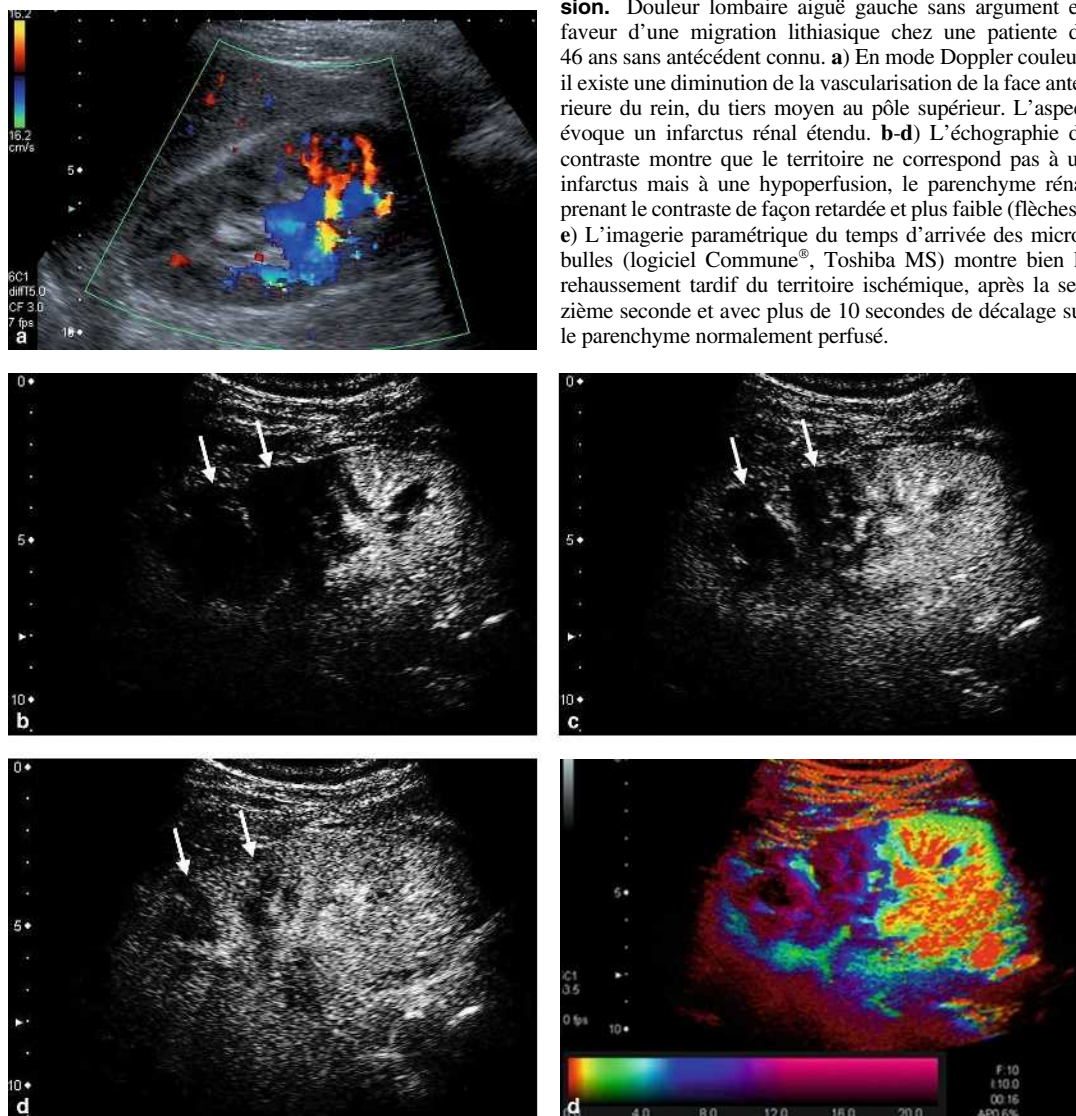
Distinction entre infarctus et hypoperfusion. Douleur lombaire aiguë gauche sans argument en faveur d'une migration lithiasique chez une patiente de 46 ans sans antécédent connu. a) En mode Doppler couleur, il existe une diminution de la vascularisation de la face antérieure du rein, du tiers moyen au pôle supérieur. L'aspect évoque un infarctus rénal étendu. b-d) L'échographie de contraste montre que le territoire ne correspond pas à un infarctus mais à une hypoperfusion, le parenchyme rénal prenant le contraste de façon retardée et plus faible (flèches). e) L'imagerie paramétrique du temps d'arrivée des microbulles (logiciel Commune®, Toshiba MS) montre bien le rehaussement tardif du territoire ischémique, après la seizième seconde et avec plus de 10 secondes de décalage sur le parenchyme normalement perfusé.
